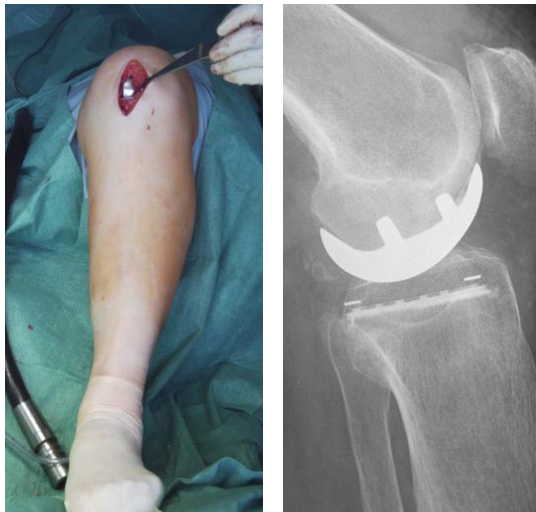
a, b: Intraoperatives Bild vor dem Verschließen der Gelenkkapsel und Haut. 4 b (rechts) zeigt ein Röntgenbild von der Seite. Die Oberschenkelkomponente sieht wie eine Schlittenkufe aus. Daher wird diese Prothese auch Schlittenprothese genannt.
